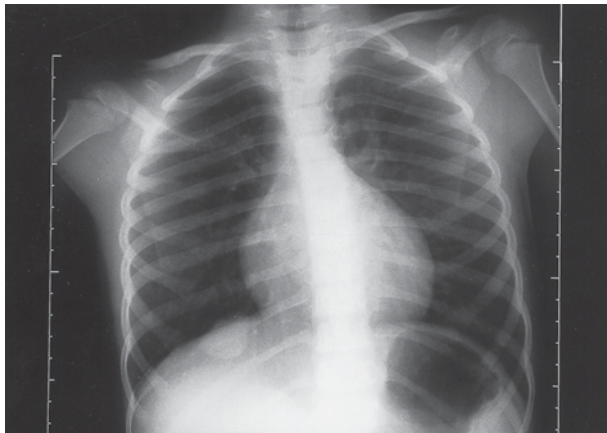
Radiografía a.p. de tórax: nódulo intrapulmonar en lóbulo inferior pulmón derecho.
